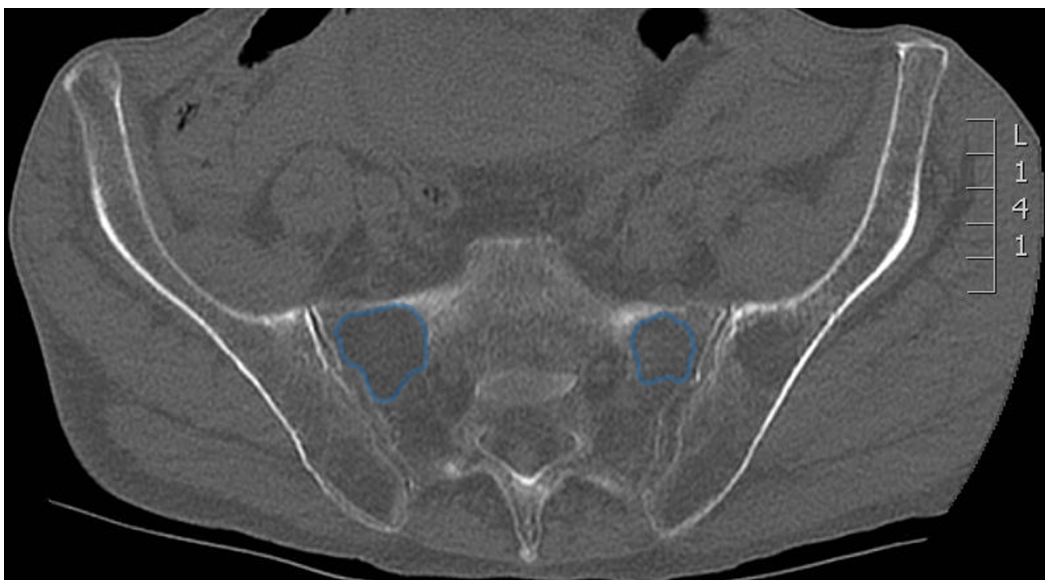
CT-morphologisch ausgeprägte "Alar Voids" (blau markiert) beider Sakrumflügel bei einer 81-jährigen Patientin
